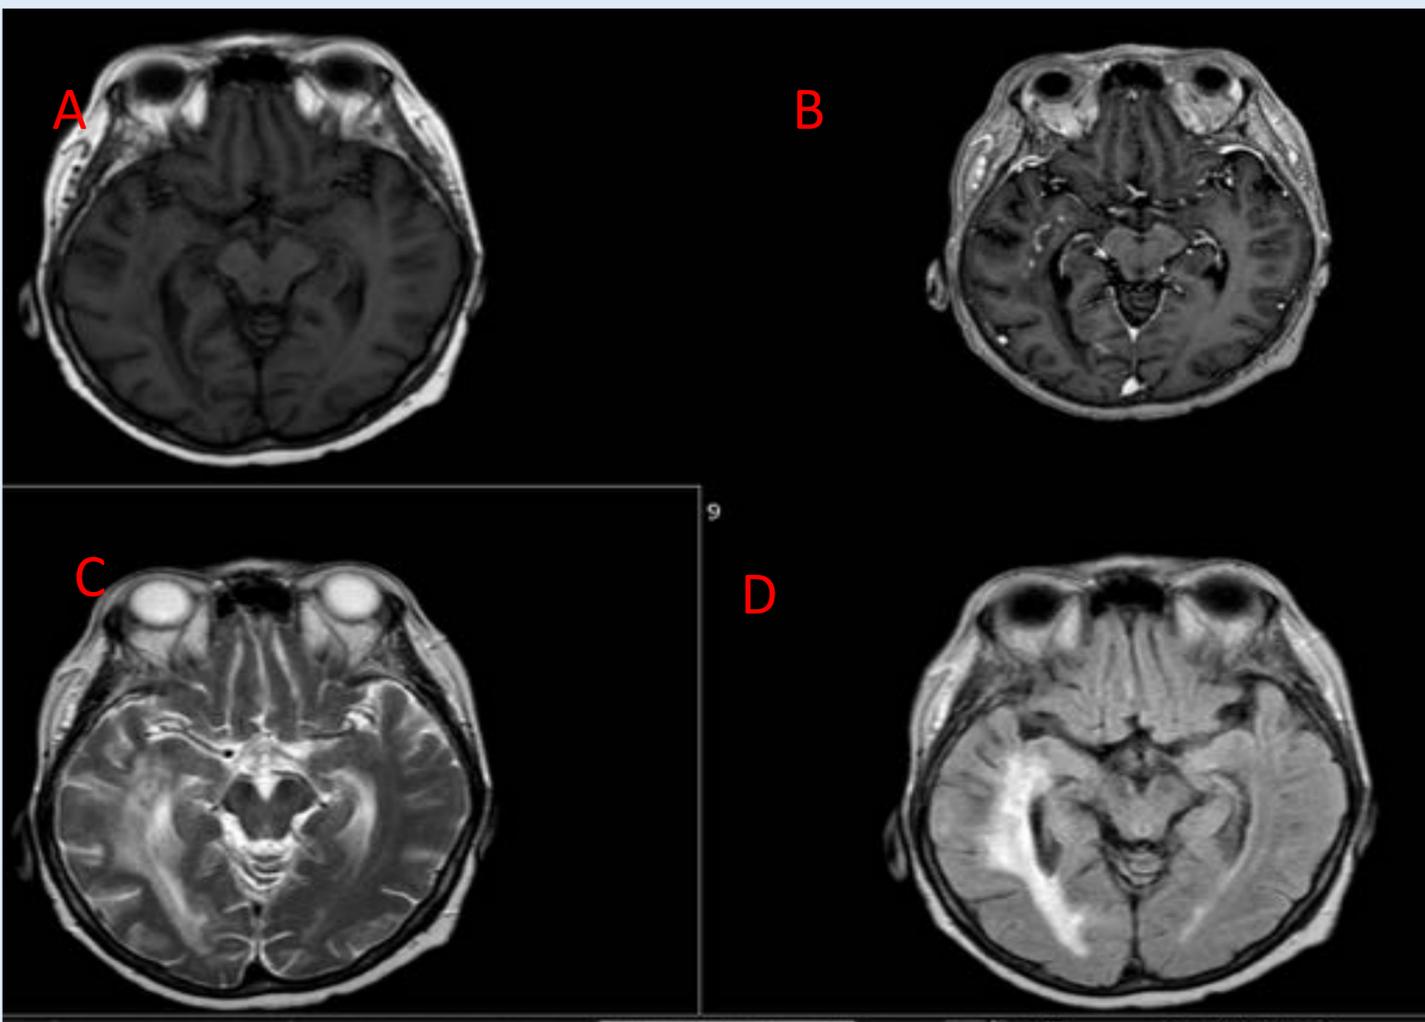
RMN de debut de paciente con LPSNC biopsiado. Cortes axiales sin(A) y tras administración de gadolinio (B) y secuencias T2 (C)y FLAIR axiales(D). Se objetiva lesión temporo parietal con edema vasogénico y discreto realce tras gadolinio.
